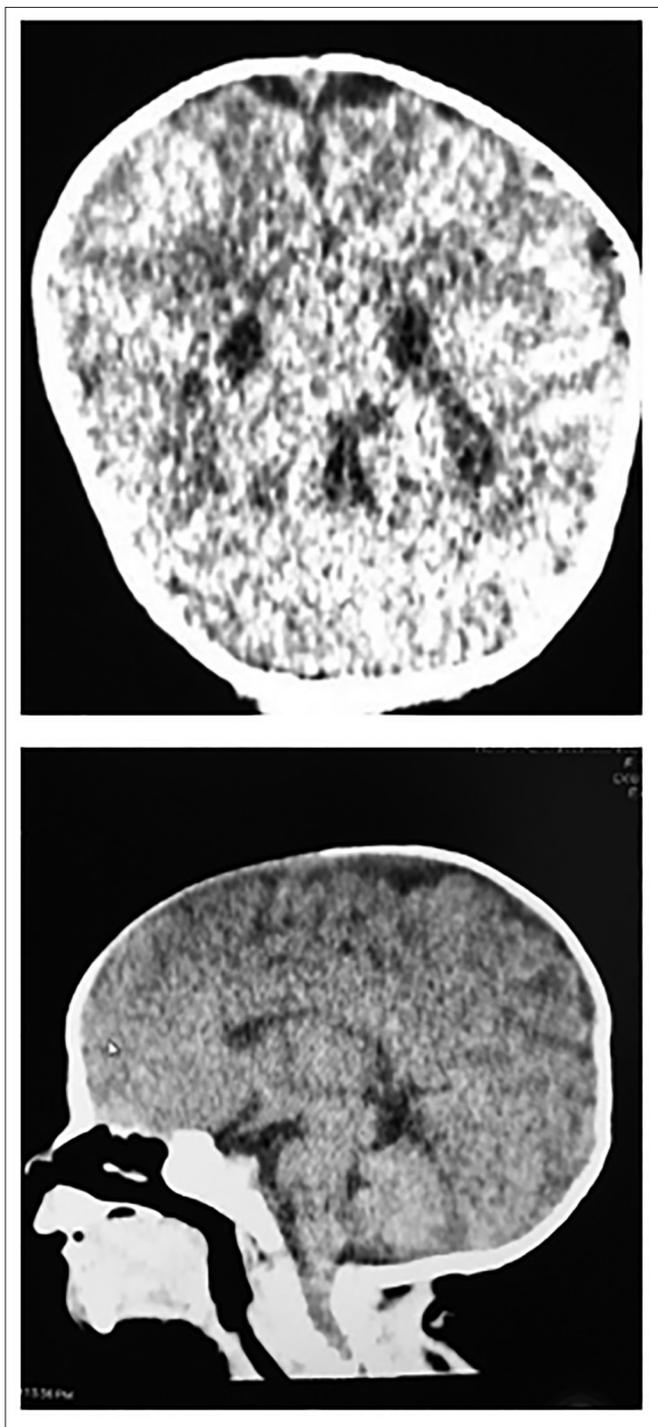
Tomografía computadorizada de cráneo evidenciando una asimetría de las astas occipitales, siendo mayor hacia la izquierda.
